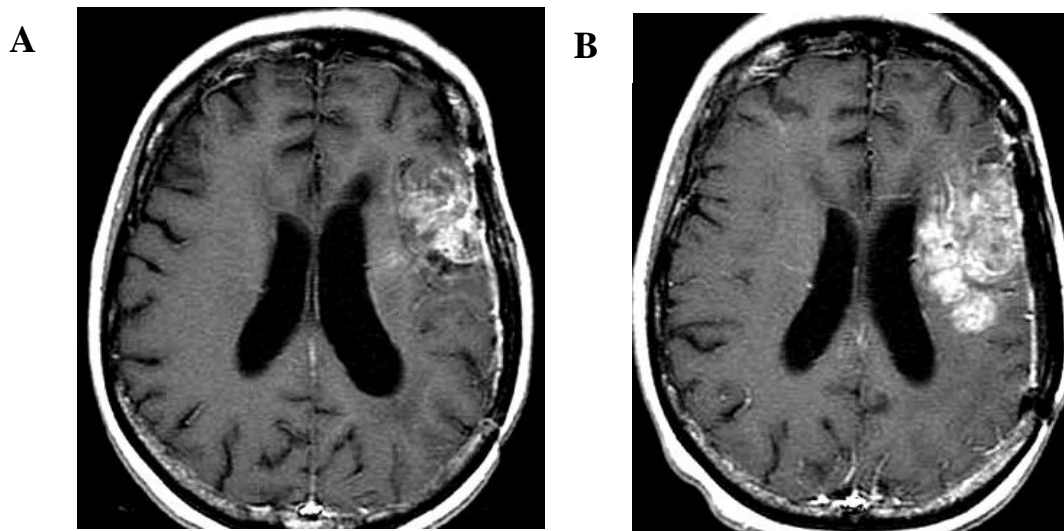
Imagem ilustrativa de glioma com lesão na região lobar. Ressonância Nuclear Magnética de paciente com glioma recidivo. Axial T1 com contraste evidencia área de impregnação não homogênea na região frontal esquerda, junto ao sítio cirúrgico (A). A imagem controle obtida após 6 meses de tratamento com AP por via inalatória mostra aumento na dimensão da lesão e suave compressão sobre o ventrículo em adjacência (B).
